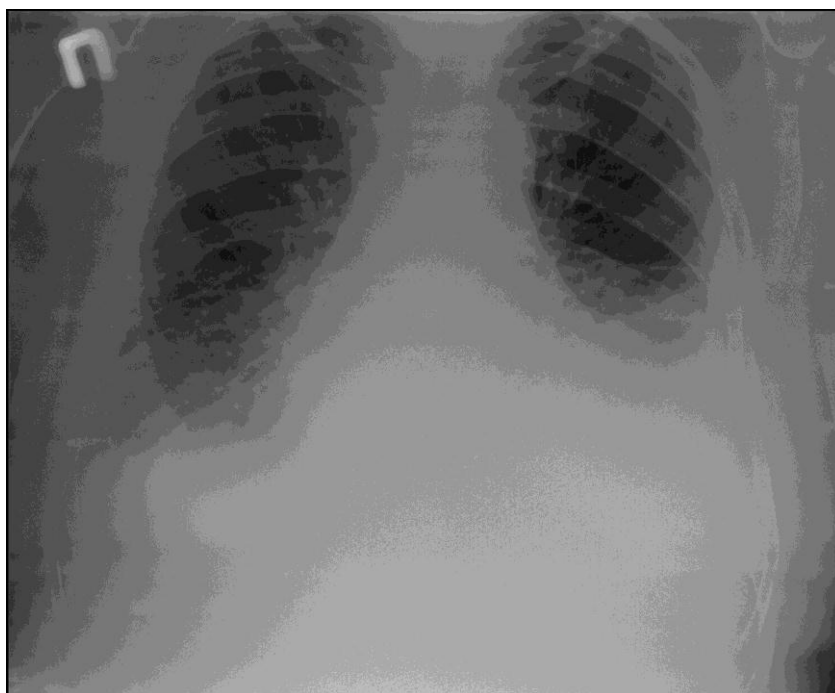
Двобічна рентгенограма. Справа плевральні нашарування, зліва – нашарування над діафрагмою. Костодіафрагмальний синус виповнений рідиною
